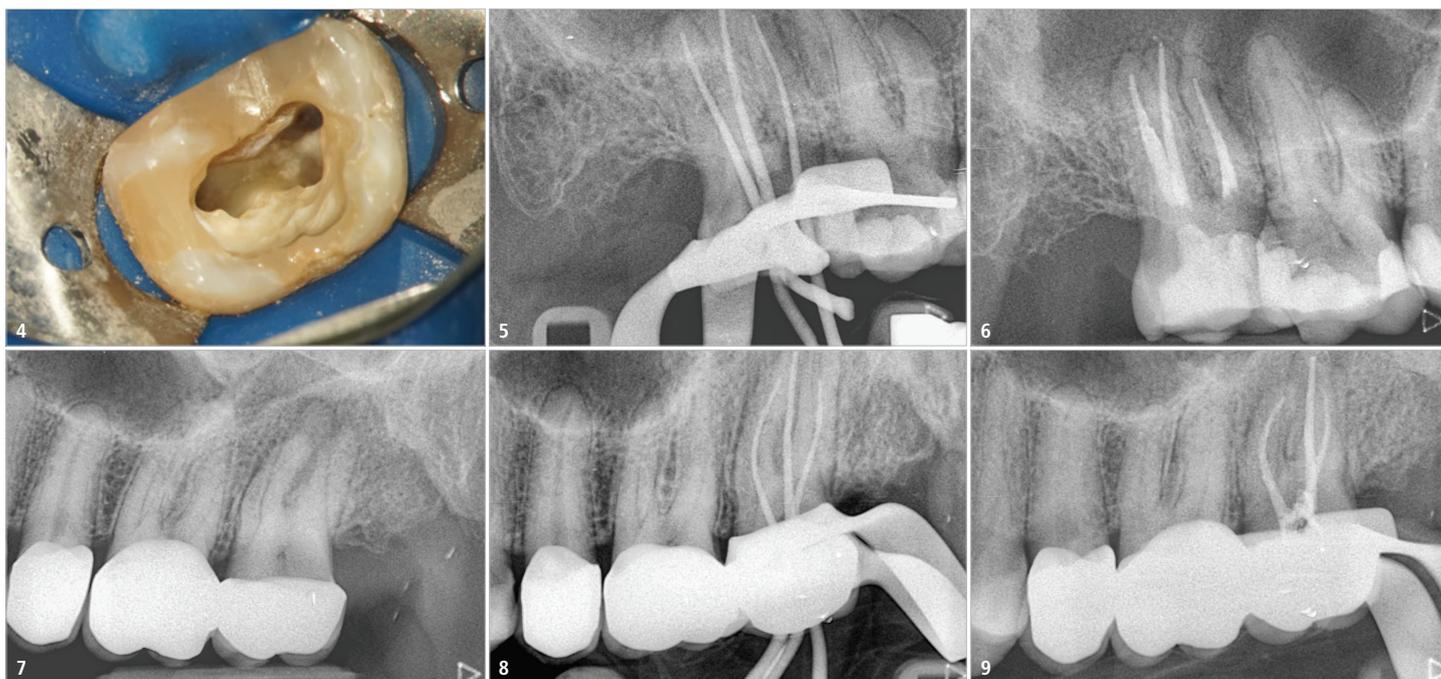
Situation nach fertiger Aufbereitung. – Abb. 5: Mastercone-Aufnahme Zahn 17. – Abb. 6: Postoperatives Röntgenbild. – Abb. 7: Präoperative Röntgenaufnahme Zahn 27. – Abb. 8 und 9: Mastercone-Fitting und postoperatives Abschlussbild.
